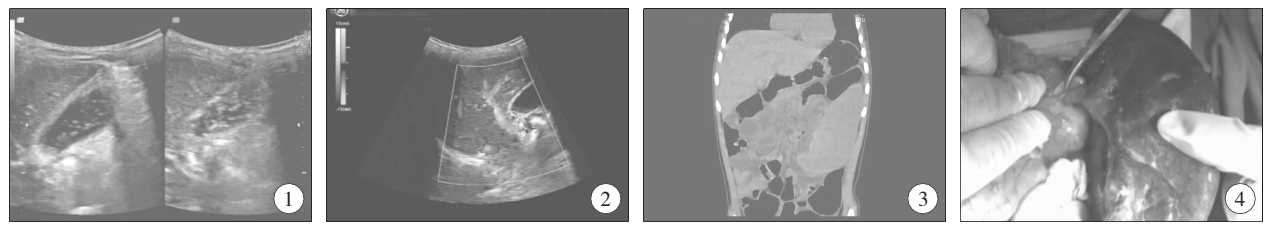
胆囊内泥沙样结石并胆囊毛糙; 图 2 脾大、脾内局限性液暗区; 图 3 CT 腹部平扫图像,脾脏扭转增大、位置不移; 图 4 术中见脾脏韧带缺如、脾脏蒂扭转 360°
